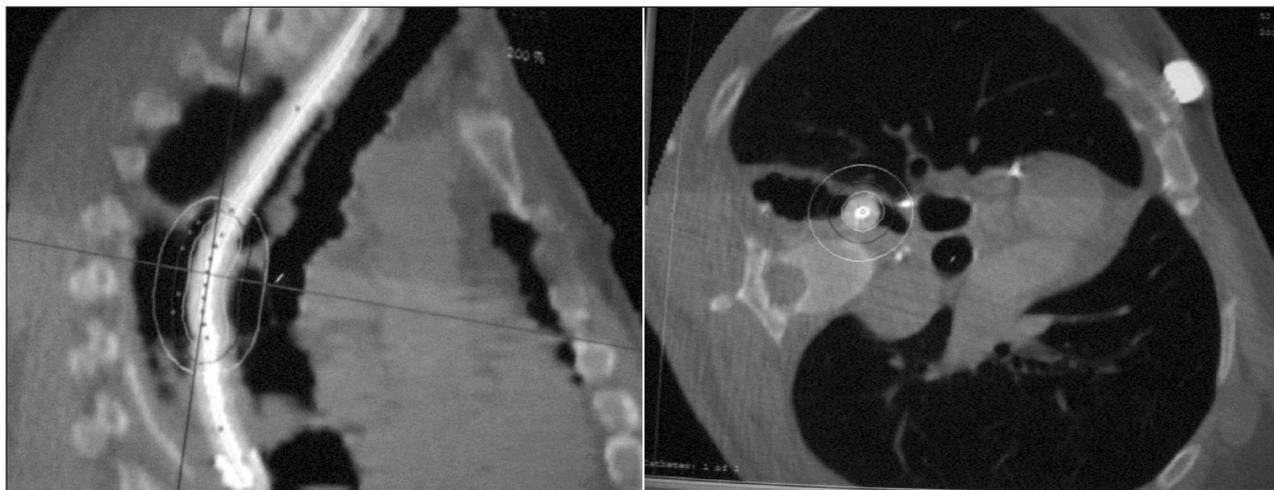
Braquiterapia esofágica y planificación 3D con CT (cortesía del Dr. H. Marsiglia).
